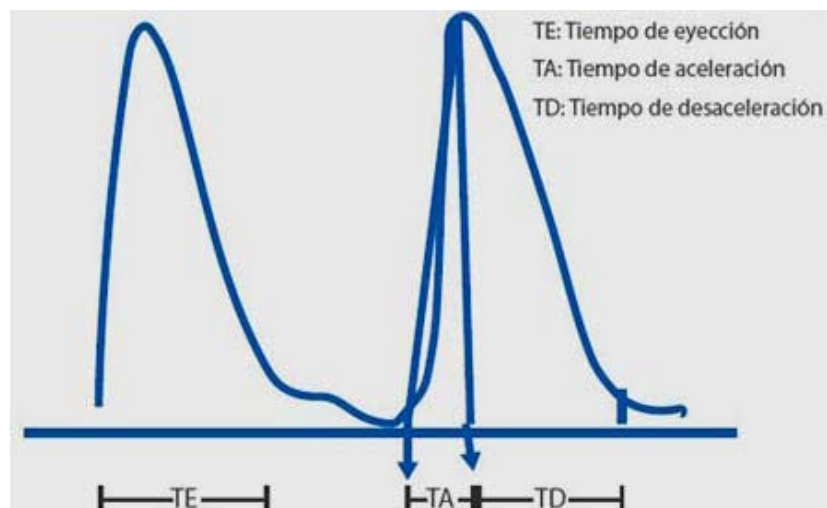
Doppler de arteria pulmonar, TA, TE, TD
